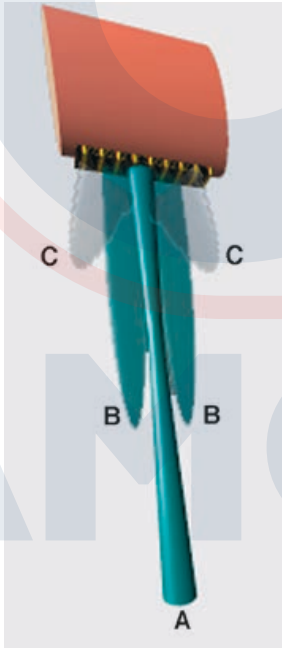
Lóbulos laterales. Aunque la mayoría de la energía generada por un transductor es emitida en un haz a lo largo del eje central del transductor (A), algo de energía también se emite en la periferia del haz primario (B y C). Estos son llamados lóbulos laterales y son de menor intensidad que el haz primario. Los lóbulos laterales pueden interactuar con reflectores fuertes que recaen fuera del plano de escaneo y producen artefactos que se visualizan en la imagen del ultrasonido (ver también Fig. 1.29).
